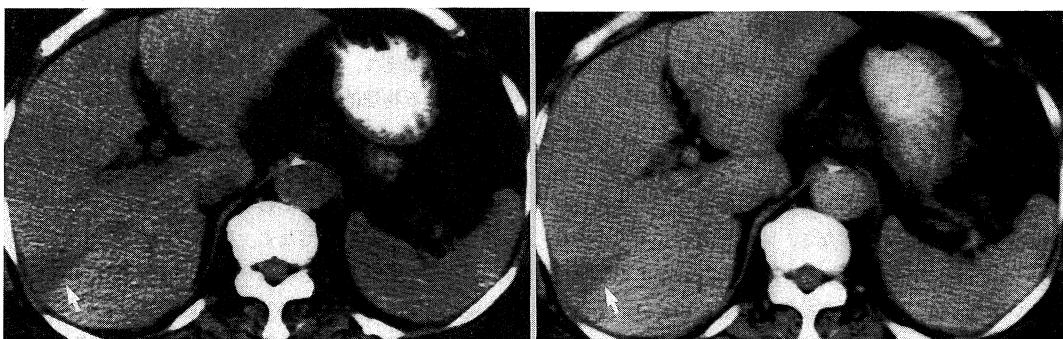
Contrast-enhanced abdominal CT scan at the level of the L1 vertebral body on the 16th hospital day.
